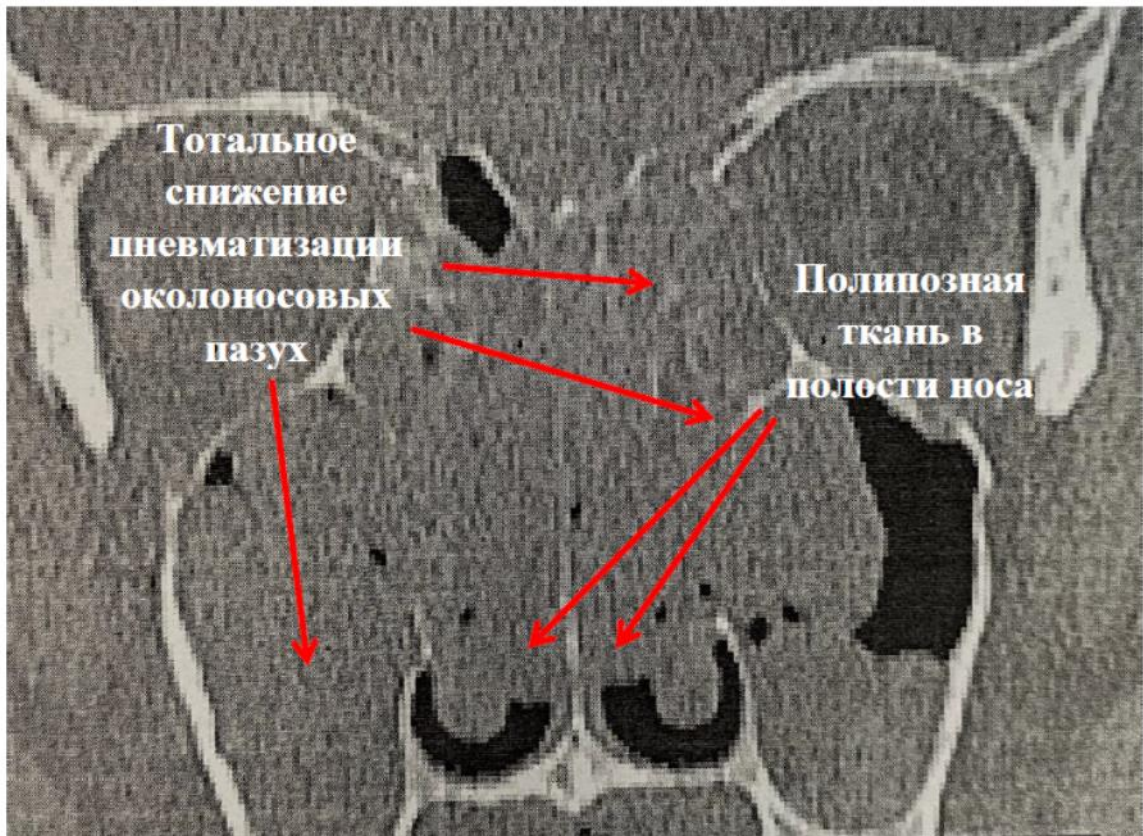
МСКТ пациента до хирургического лечения (Клинический пример №3)
